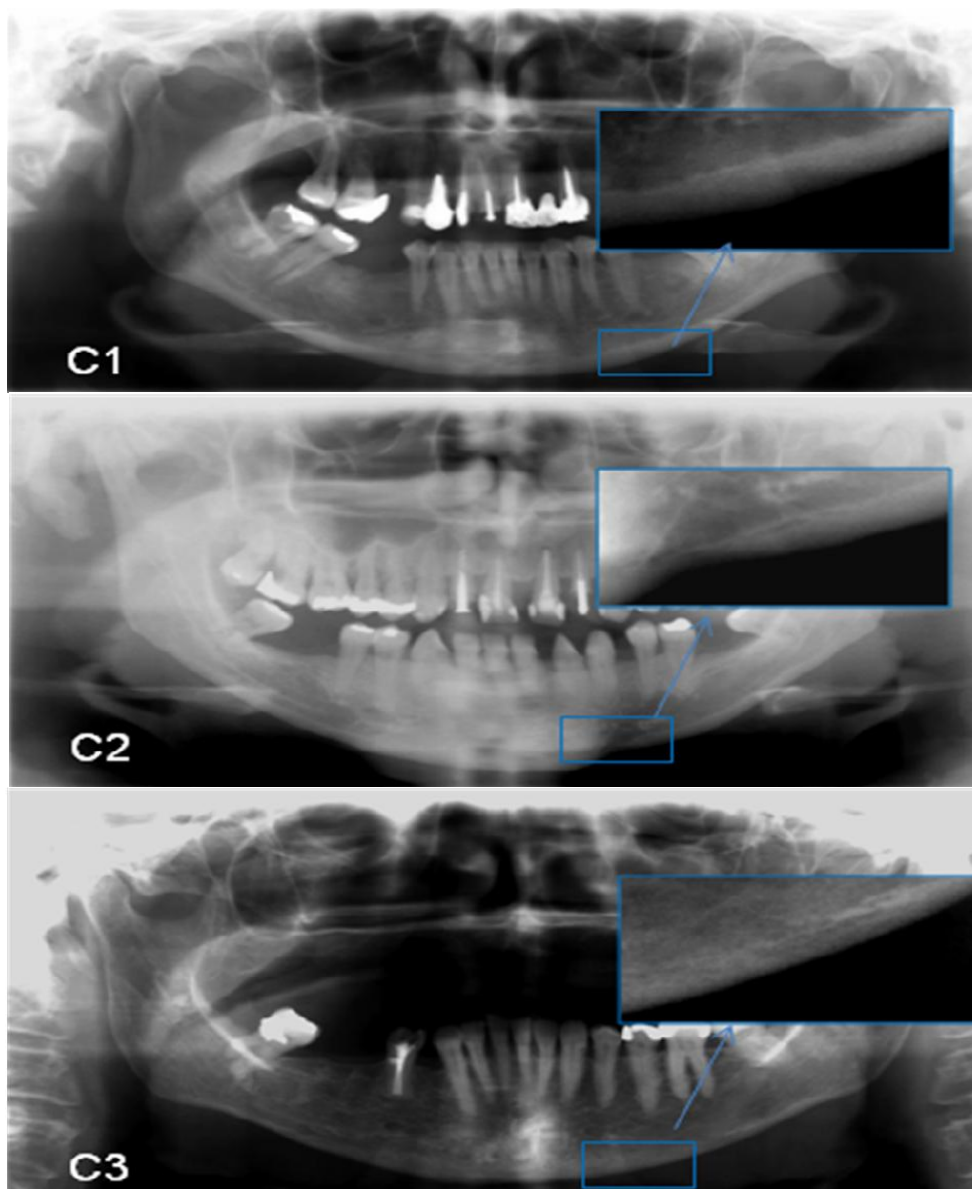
Imagens de radiografias panorâmicas com as diferentes categorias do ICM. FONTE: PEDROSA, 2009.
